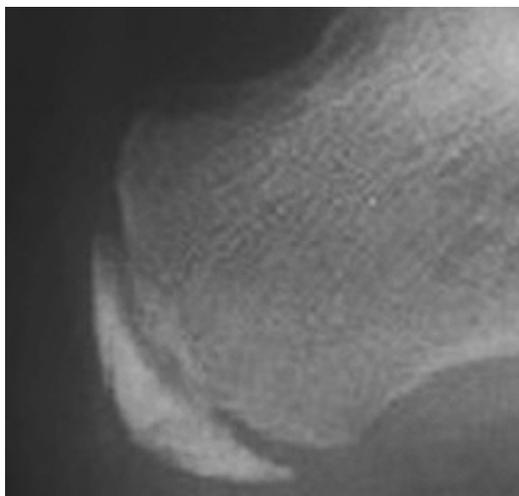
Maladie de Sever (radiographie du calcaneus). Aspect condensé du noyau d'ossification secondaire, séparé du noyau primaire par un cartilage de croissance un peu irrégulier.
